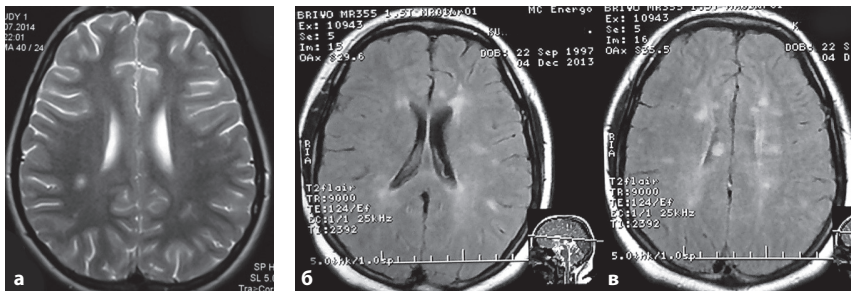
МРТ головного мозга пациентки Б. – девочки 12 лет. PPPC. T2-ВИ, импульсная последовательность FLAIR. *a* – визуализируются участки измененного сигнала паравентрикулярно в белом веществе правого и левого полушарий головного мозга; *б* – перивентрикулярные очаги у передних рогов обоих боковых желудочков, юкстакортикальные в левом полушарии; *в* – множественные очаги демиелинизации, расположенные преимущественно перивентрикулярно (наблюдение Е.Ю.Скрипченко).
